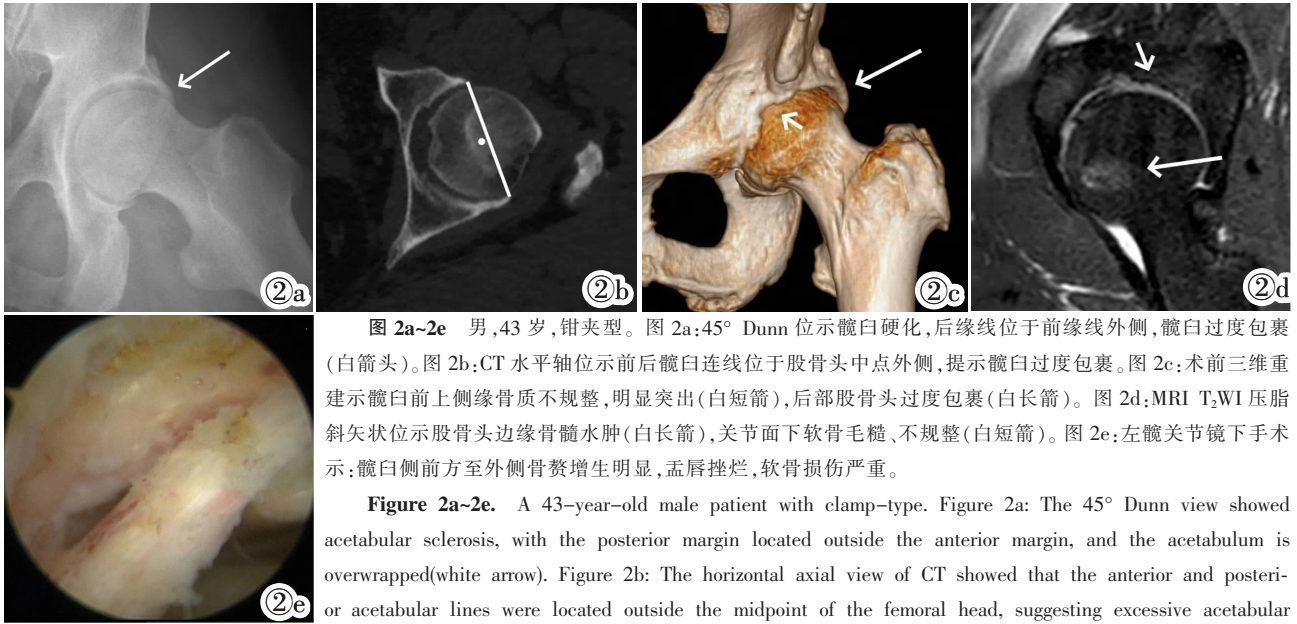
~2e 男,43 岁,钳夹型。图 2a:45° Dunn 位示髋臼硬化,后缘线位于前缘线外侧,髋臼过度包裹(白箭头)。图 2b:CT 水平轴位示前后髋臼连线位于股骨头中点外侧,提示髋臼过度包裹。图 2c:术前三维重建示髋臼前上侧缘骨质不规整,明显突出(白短箭),后部股骨头过度包裹(白长箭)。图 2d:MRI T₂WI 压脂斜矢状位示股骨头边缘骨髓水肿(白长箭),关节面下软骨毛糙、不规整(白短箭)。图 2e:左髋关节镜下手术示:髋臼侧前方至外侧骨赘增生明显,盂唇挫烂,软骨损伤严重。
